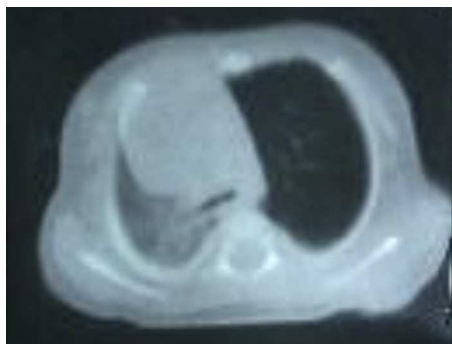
TC de tórax: hiperinsuflación del LSI con desviación mediastínica y colapso del pulmón contralateral.
